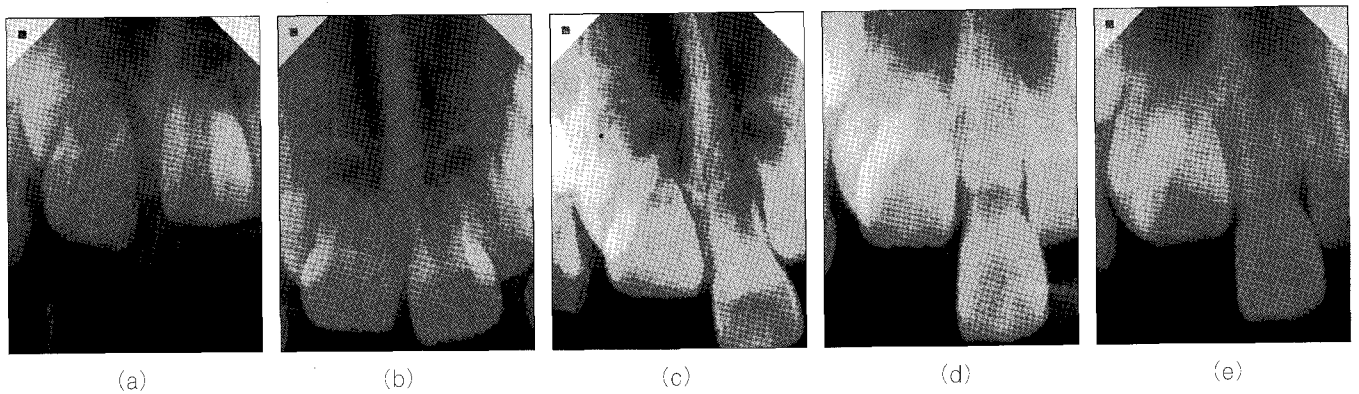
(a)~(e) Arrested root development, failure of eruption, and increased radio-opacity in pulp area were observed during 21-month follow-up. (a) Periapical radiograph at 1 week after surgical repositioning (b) Periapical radiograph at 10 months after surgical repositioning. (c) Periapical radiograph at 15 months after surgical repositioning. (d) Periapical radiograph at 18 months after surgical repositioning. (e) Periapical radiograph at 21 months after surgical repositioning.
